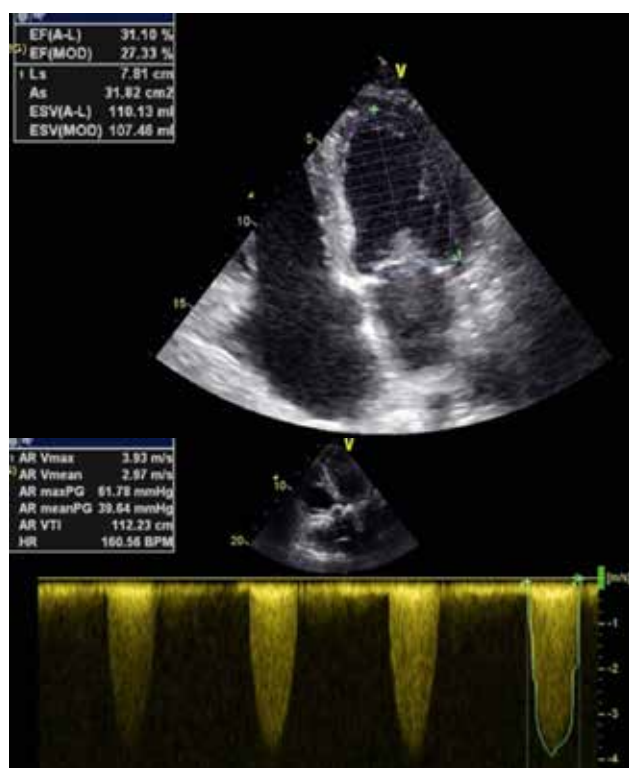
Предоперационное трансторакальное эхокардиографическое исследование
